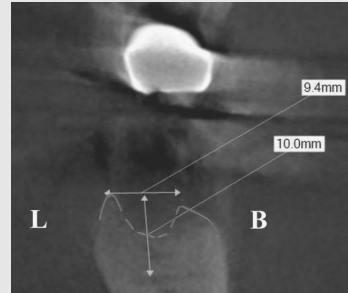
CT 판독 결과, #47 부위 치조골의 협설측 경사가 심하고, 협측 치조골의 높이가 설측 치조골보다 1.5mm 이상 낮은 것을 보여주고 있다.
